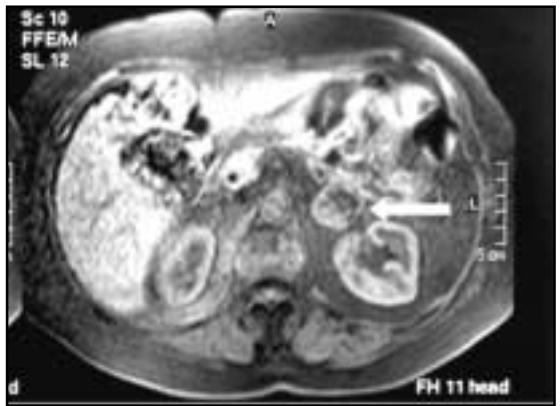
Resonancia nuclear magnética con hiperintensidad en T2.
